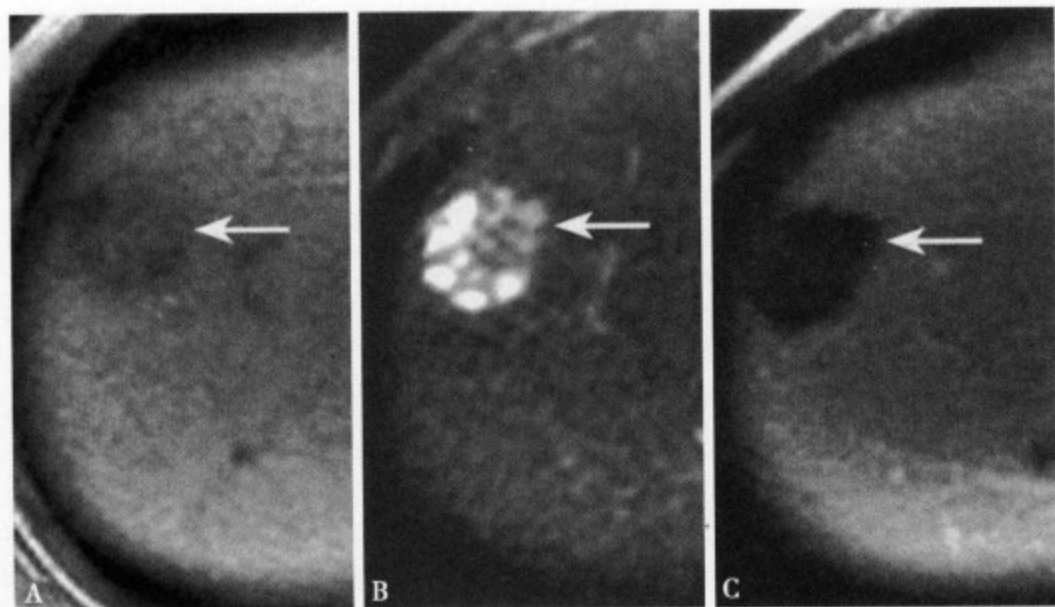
T₁WI (A) 肝右叶边缘肝实质内显示一类圆形不均匀低信号病灶, 边界不清; T₂WI (B) 肝右叶病灶呈类圆形混杂信号, 其中可见多个大小不等的小囊样高信号病灶; 增强 MRI (C) 病灶内部及边缘部均无强化, 病变边缘不规则
